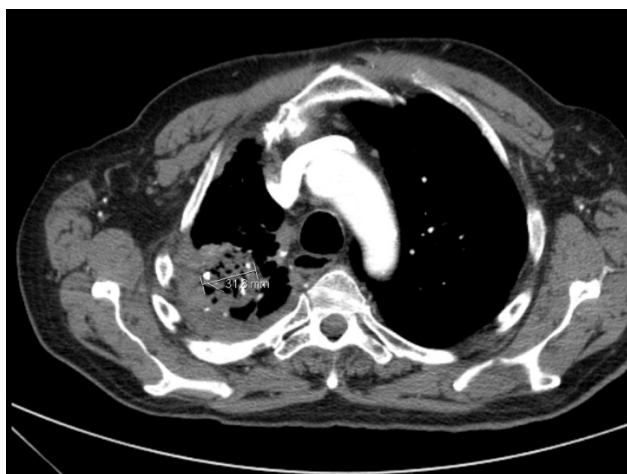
Imagem axial de TC após administração de contraste iodado endovenoso, realizada no follow up 6 meses após o tratamento, que demonstra cavidade pulmonar com dimensões reduzidas (3,18 cm) comparativamente à altura da terapêutica combinada (Fig 3)
